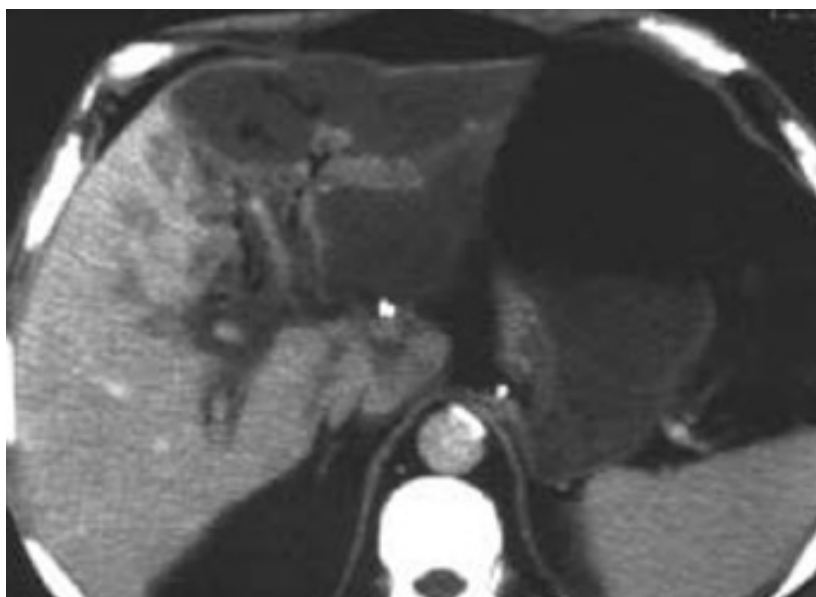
TDM abdominale montrant un pseudoanévrisme artériel (têtes de flèches) compliquant une DPC et dont l'origine est l'artère hépatique propre [257].
